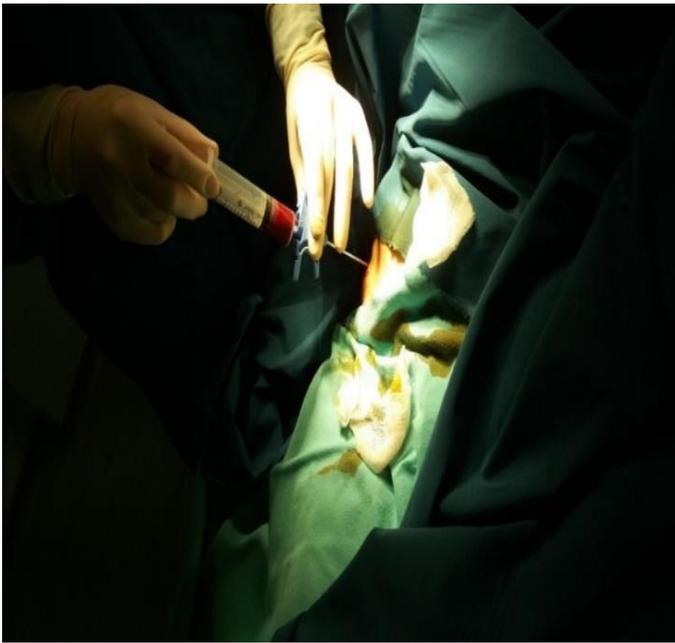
Место выполнения миелоэкспузии передне-верхней ости гребня подвздошной кости
